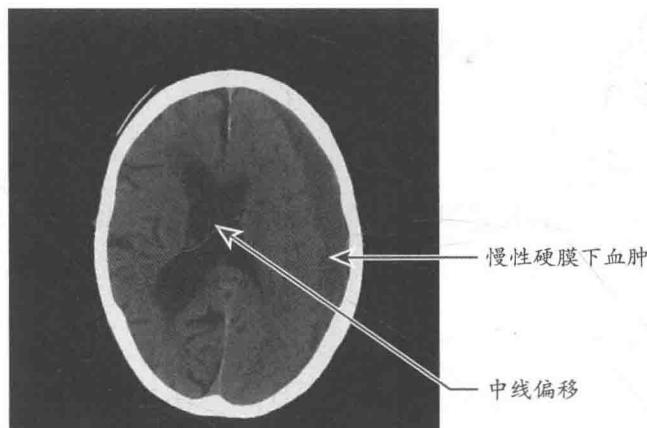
轴位头部 CT 显示 12mm 厚新月形液体覆盖于左侧大脑半球, 占位效应使中线向右偏移 6mm。代谢 1 周的血肿密度低于周围脑皮质, 因为血液降解成射线更易透过的分子。这些液体并不是硬脑膜的结构组成。
